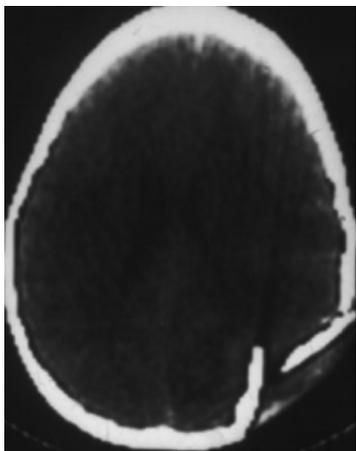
Tomografia de uma lesão óssea com ruptura da calota craniana. Fonte: Radiopaedia (2022).
